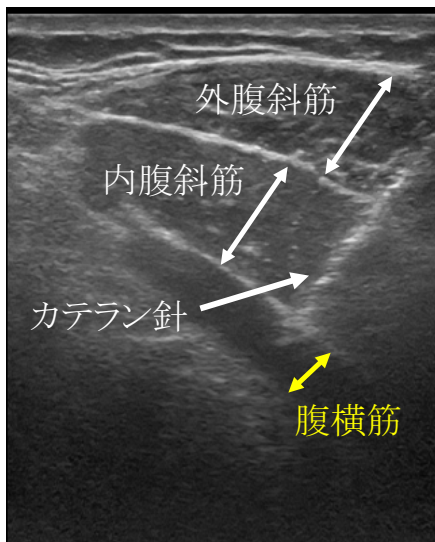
腹横筋に対するワイヤ電極刺入時の超音波画像
